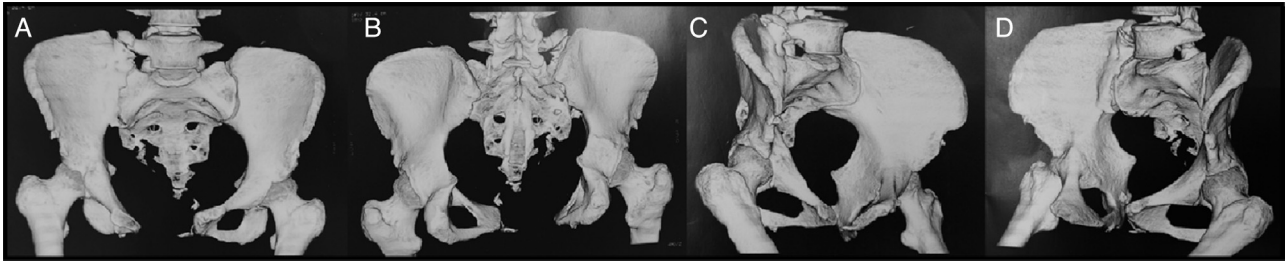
Reconstrução tridimensional de tomografia computadorizada feita dois anos após o trauma. A, vista anterior; B, vista posterior; C, vista alar esquerda; D, vista alar direita.
